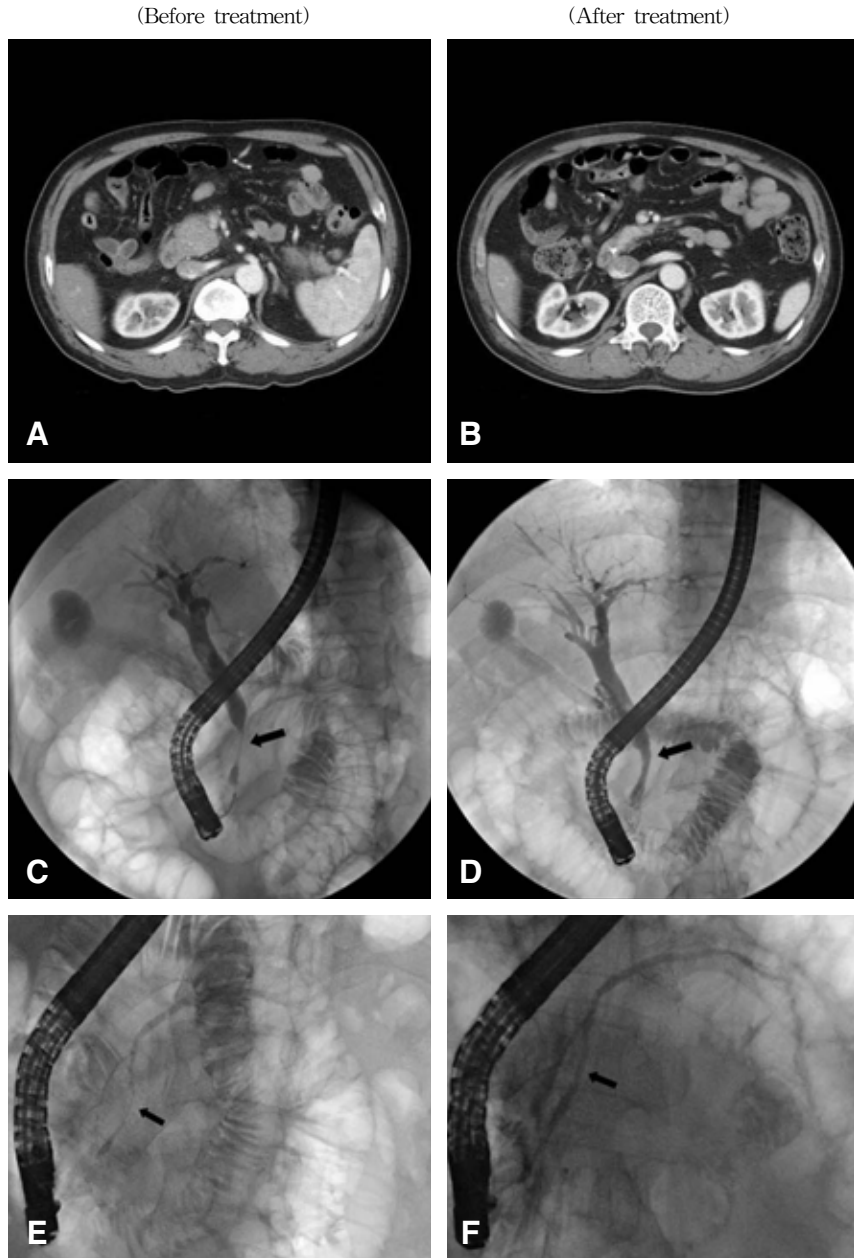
Radiologic findings of case 2. (A) Abdominal CT obtained during the 1st admission before treatment. Swelling of pancreatic head is seen. (B) After steroid therapy, atrophic change of the pancreas is seen compared to the previous CT. (C) ERCP obtained during the 1st admission before treatment. The narrowed intrapancreatic common bile duct portion is seen. (D) Compared with previous ERCP, intrapancreatic common bile duct narrowing is improved after therapy. (E) ERCP obtained during the 1st admission before treatment. Segmental narrowing of the main pancreatic duct in the pancreatic head portion is seen. (F) ERCP obtained during the 2nd admission. Compared with the previous ERCP, the diffuse segmental narrowing of the main pancreatic duct in the pancreatic head portion is improved.
